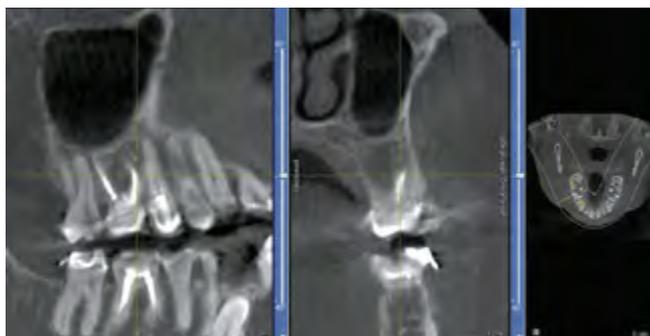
Компьютерная томограмма Orthophos XG 3D/Ceph (Sirona, Германия) через 6 месяцев после повторного эндодонтического лечения, зуб 16
